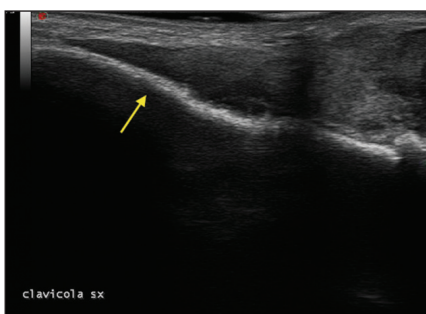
Ecografia che dimostra la presenza di edema dei tessuti molli periclavari.
